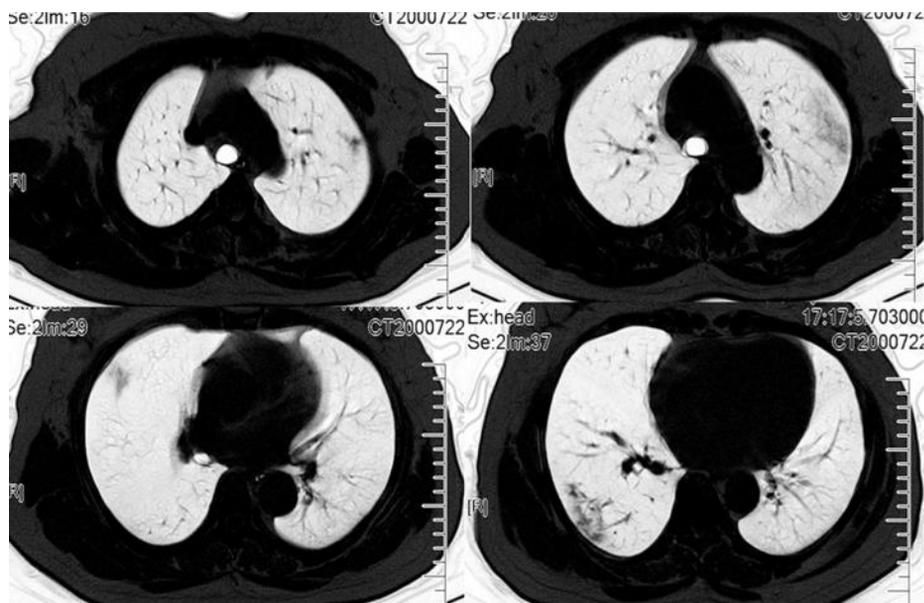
Gambaran CT Scan Toraks pasien pneumonia COVID-19 di Wuhan, Tiongkok.³ CT Toraks Transversal, laki-laki 40 tahun, menunjukkan multiple lobular bilateral dan area subsegmental konsolidasi hari ke-15 setelah onset gejala.
